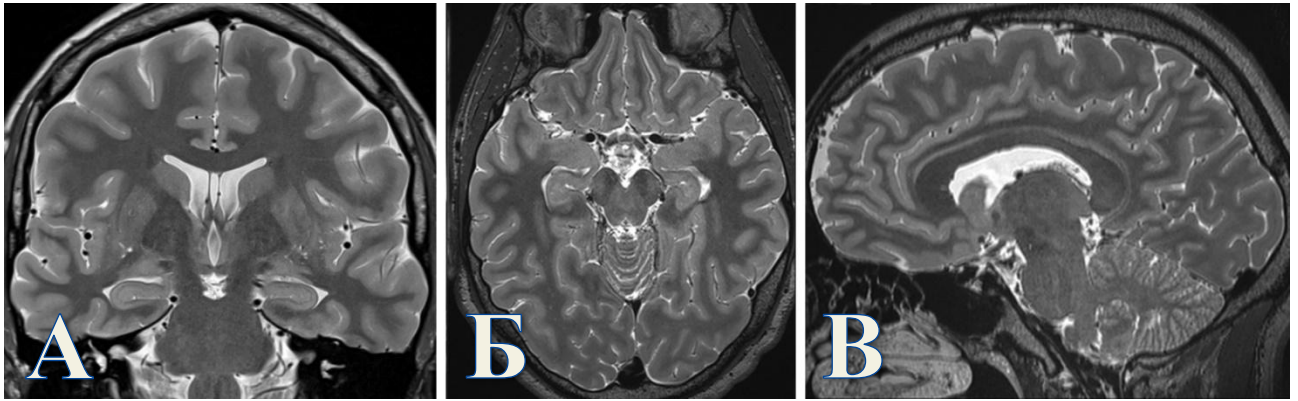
МРТ головного мозга в последовательности Т2-ВИ пациента К. на этапе проведения неинвазивной предхирургической диагностики. Структурной epileptogenicной патологии не выявлено. А. Коронарная проекция. Б. Аксиальная проекция. В. Сагиттальная проекция.
